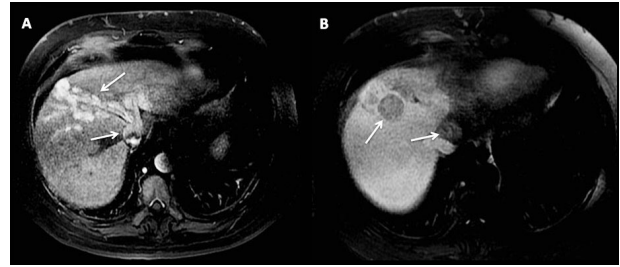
Imágenes del abdomen superior por resonancia magnética, con información gradiente de eco, posterior a la administración de medio de contraste paramagnético, durante la fase arterial (A) y venosa portal (B), que demuestran lesión hipervasculosa, con compromiso de venas hepáticas media e izquierda por trombo tumoral, con extensión a vena cava inferior (flechas). Obsérvese que la lesión nodular dominante presenta lavado de contraste en la fase portal, al igual que el trombo tumoral de vena cava inferior (flechas).
